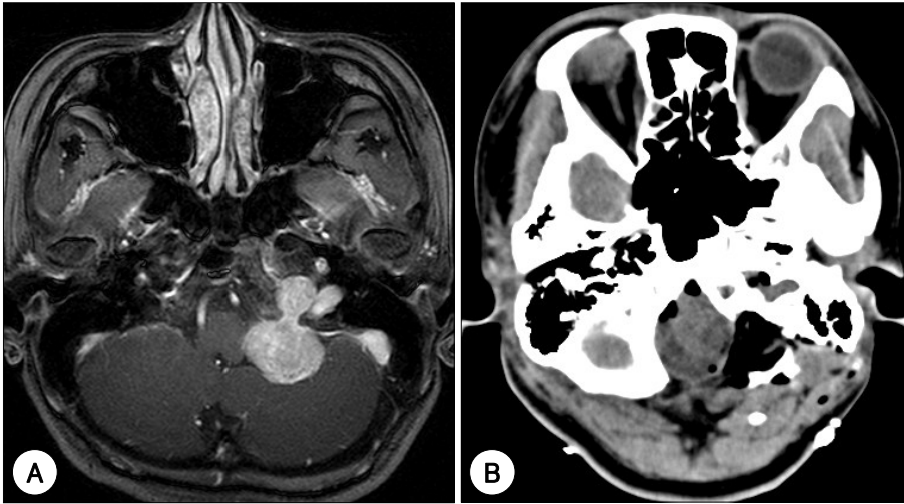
Imaging studies in a 56-year-old man who had a history of headache and hearing disturbance. A : Magnetic resonance image shows highly enhanced mass extending to middle fossa. B : The patient underwent surgery via far-lateral approach with partial drilling of the occipital condyle. Post-operative computerized tomography scan confirms the complete resection of the tumor.
